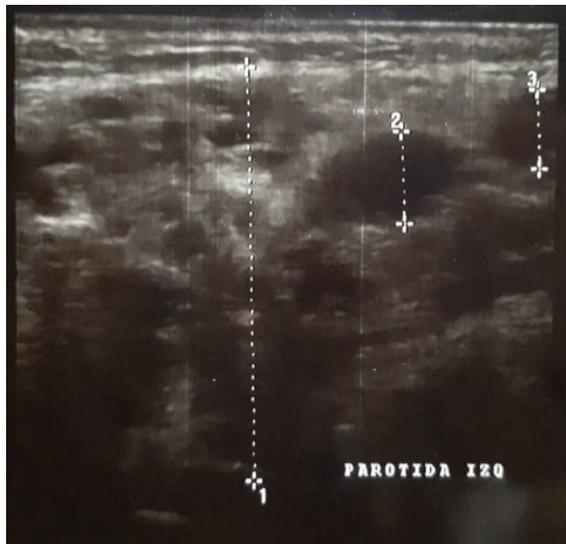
Figura Nro. 2. Ultrasonido de glándula parótida
